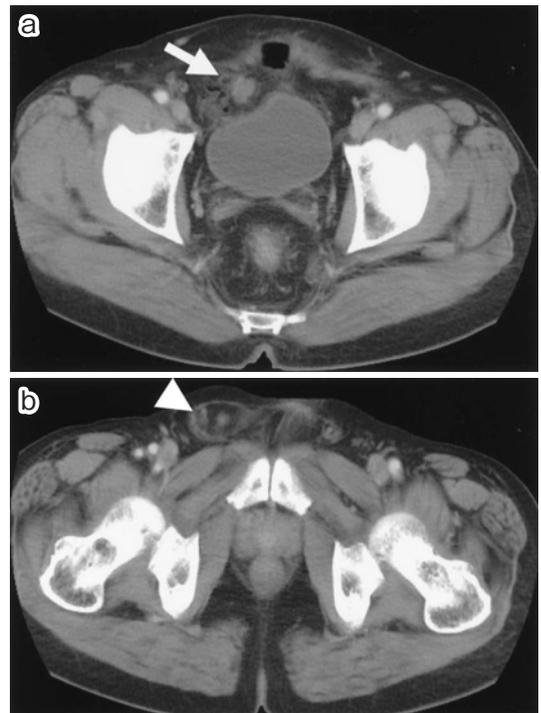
Abdominal CT also revealed enhanced nodules at retro peritoneal space (a, arrow) and right inguinal hernia (b, arrow head) respectively.
